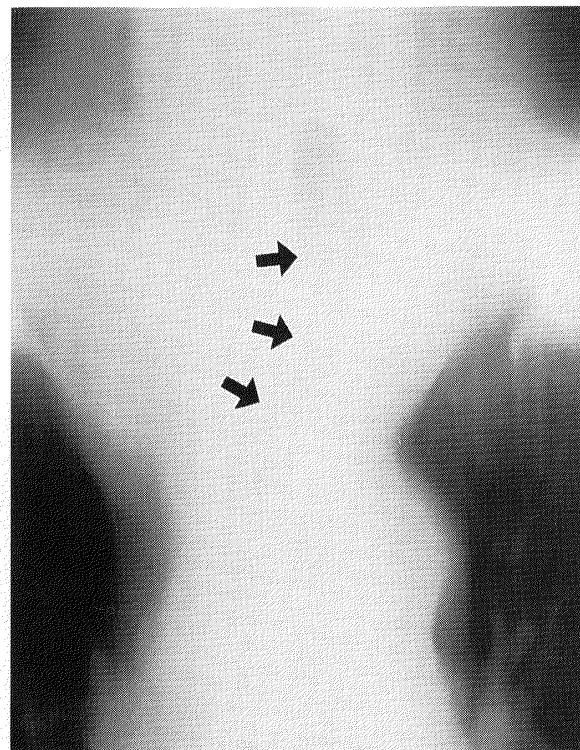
Chest tomography shows leftward deviation and stenosis of the trachea. Although upper pole of the tumor seems to be at the level of the clavicular, the tumor is suggested to be in the thyroid gland judging from the distance between the tumor and the vocal cord. Arrows indicated the portion of tracheal stenosis due to the tumor.
